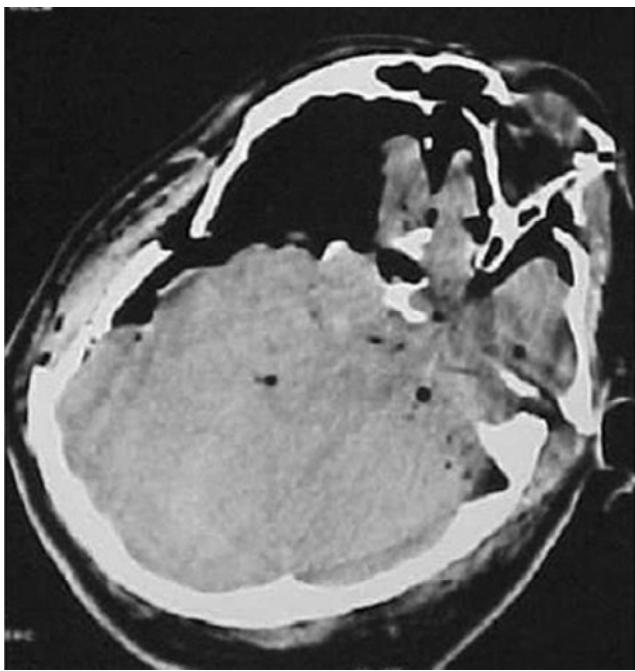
TAC simple de un paciente que presenta fractura hundida temporal derecha con importante neumoencéfalo.
